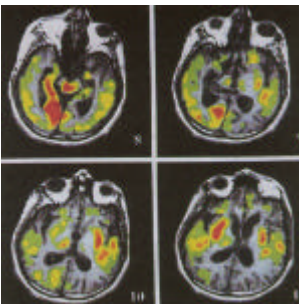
Patient im chronischen vegetativen Status: „Inselförmig“ fragmentierte multilokuläre Residualaktivität im PET/fMRT mit „Words without mind“ (Schiff et al 2002).
